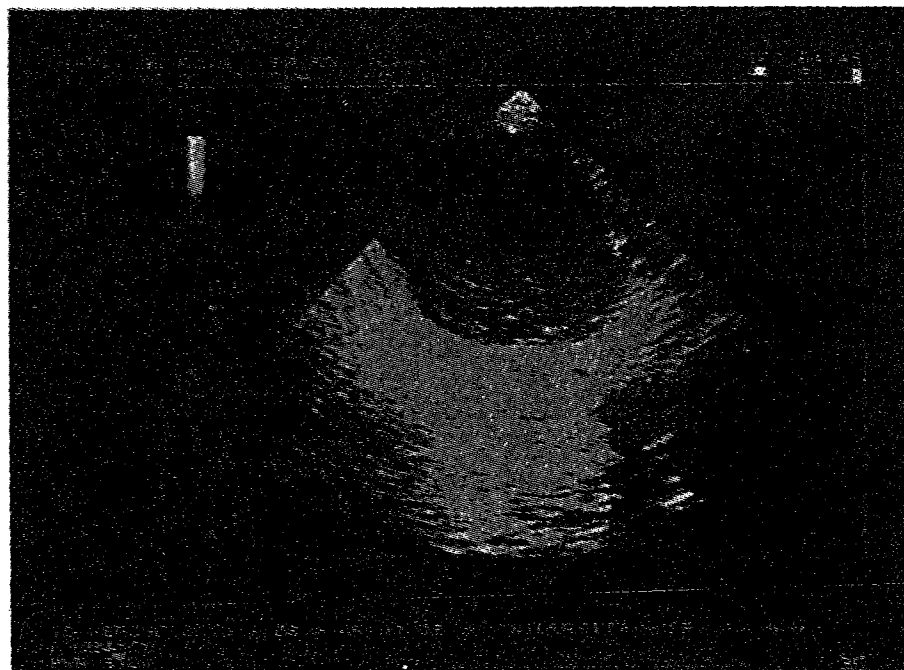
Anevrism de aortă ascendentă. Ecografie transesofagiană plan longitudinal, secțiune la nivelul Ao ascendente. Contur neregulat al lumenului aortei cu contrast spontan vizibil la nivelul peretelui anterior al Ao.
